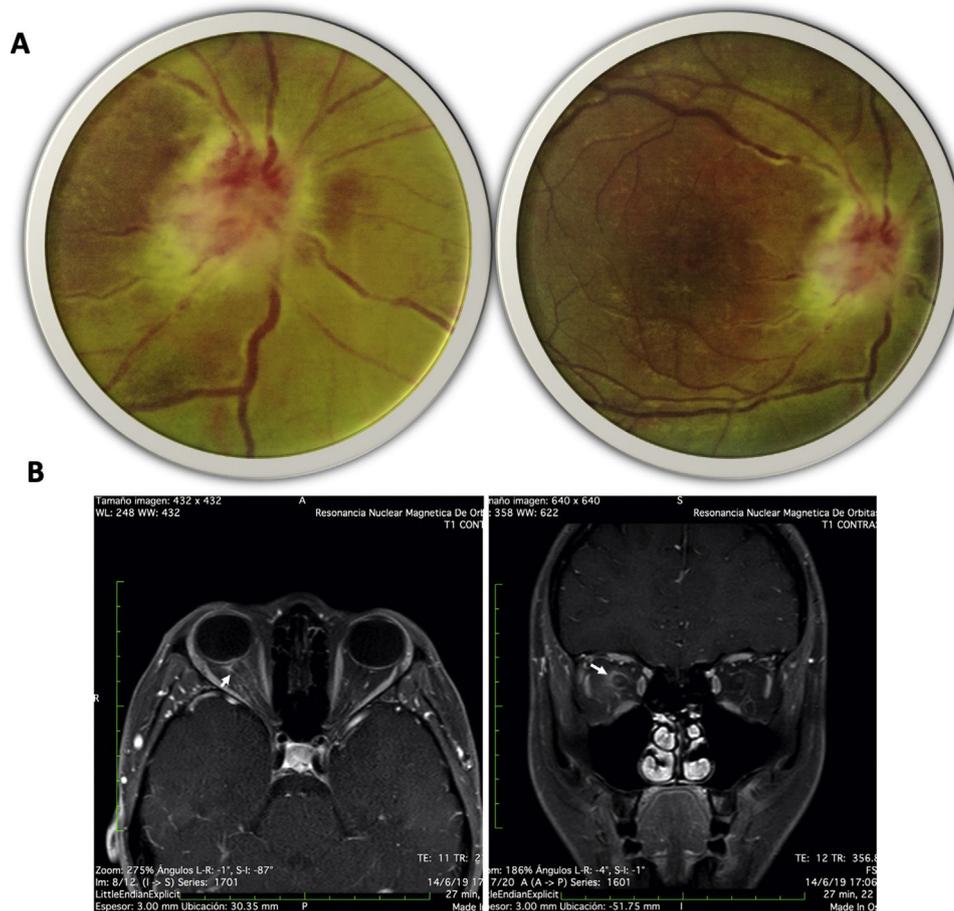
A) Imagen de fondo de ojo derecho: disco óptico derecho de bordes mal definidos, edematizado, características intumescentes, microhemorragias epipapilares en llama, excavación de O; se evidencia borramiento de bordes del disco, zonas de periflebitis que afectan el polo posterior y edema retiniano peripapilar con algunos infiltrados amarillentos en polo posterior. B) Resonancia magnética de órbitas, secuencia T1 con gadolinio en cortes axial (derecha) coronal (izquierda); se evidencia realce del nervio óptico y de la vaina óptica con el medio de contraste (flechas).
